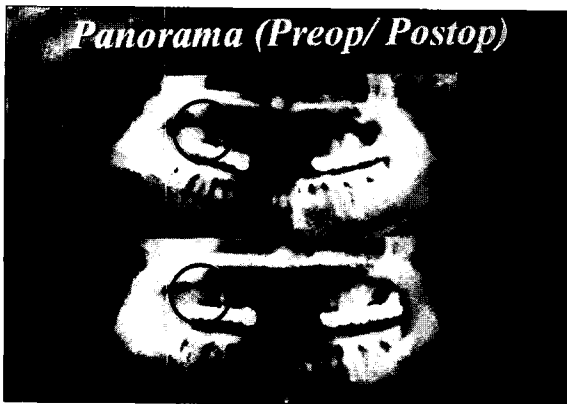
상단은 술전 파노라마상으로 상악 우측 무치악부위에 잘 경계된 방사선 투과상이 관찰되었으며, 하단은 수술후 5년뒤 파노라마상으로 수술 부위의 특별한 재발양상은 관찰되지 않는다.
